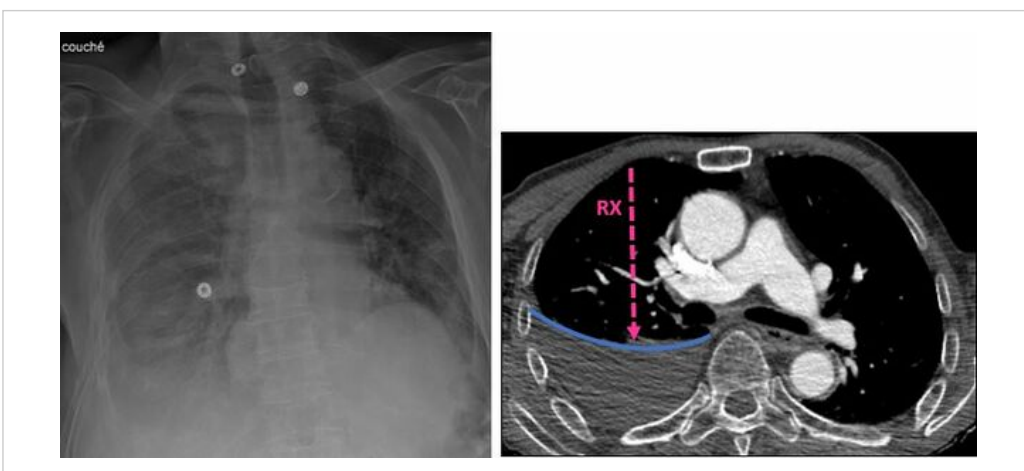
Epanchement pleural liquidien droit de grande abondance sur une radiographie faite au lit en position couchée.
